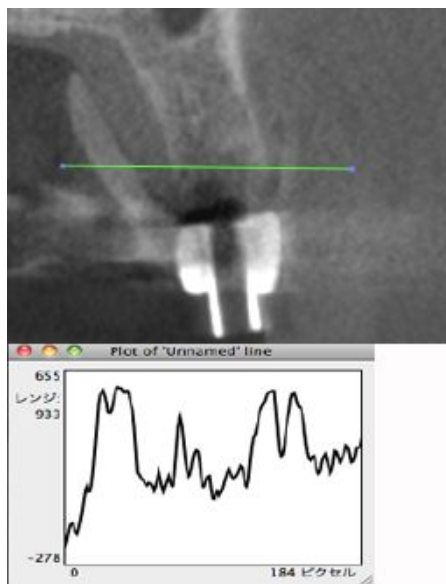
臨床例2:海綿骨部およびX線造影性即時重合型アクリルレジン部のボクセル値の計測
